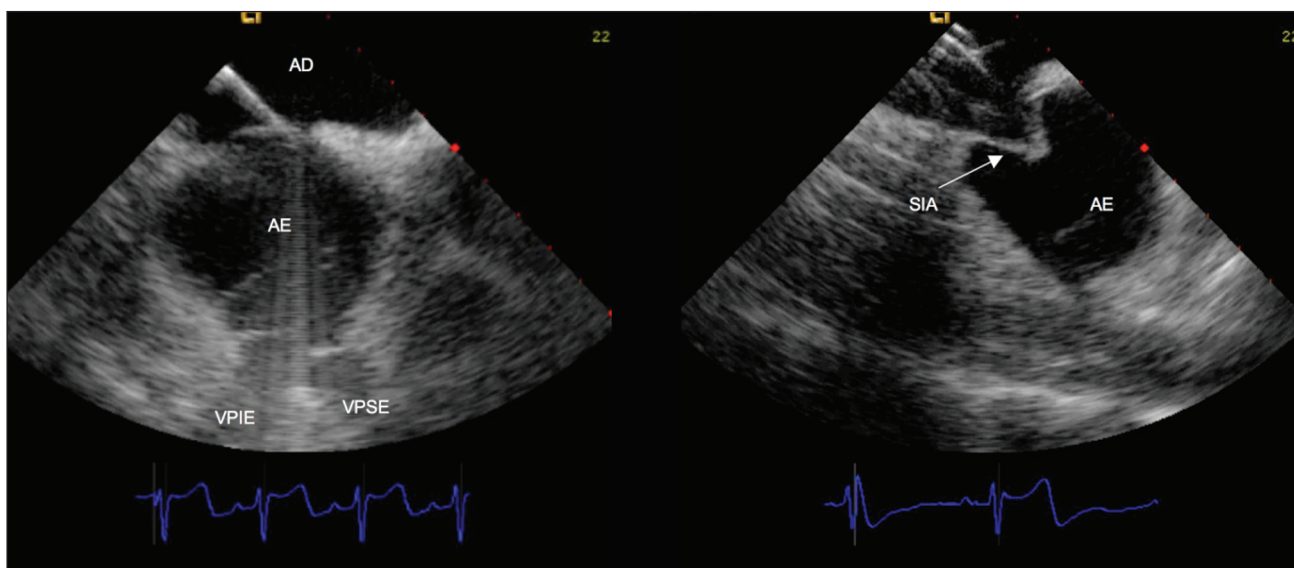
Imagens do ecocardiograma intracardíaco com demonstração da anatomia do átrio esquerdo (AE) e das veias pulmonares esquerdas (superior = VPSE e inferior = VPIE). Na imagem da direita, há demonstração da punção transeptal (SIA = septo interatrial, fossa oval), observando-se a formação de uma tenda no septo.
